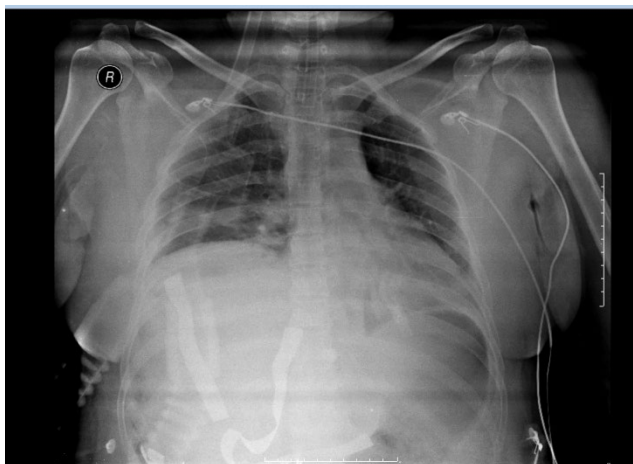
Radiografia evidenciando compressas na
